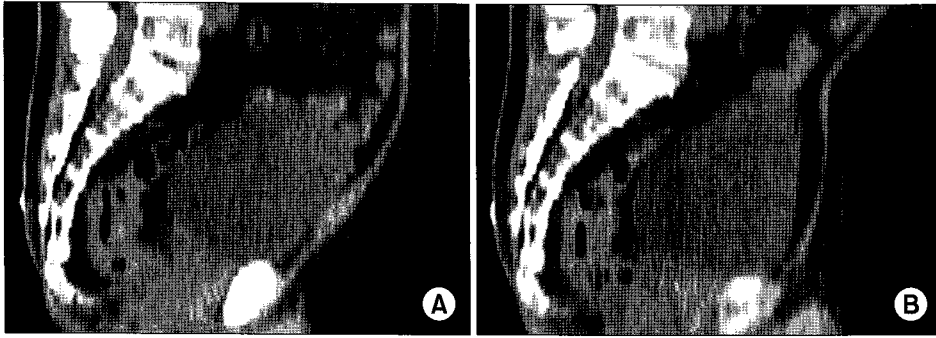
CT images of a patient taken with only belly board (A) and with combination of belly board and bladder compression device (B). The lower border of belly board aperture was elevated above the lumbosacral junction in the combination of belly board and bladder compression device (B).
